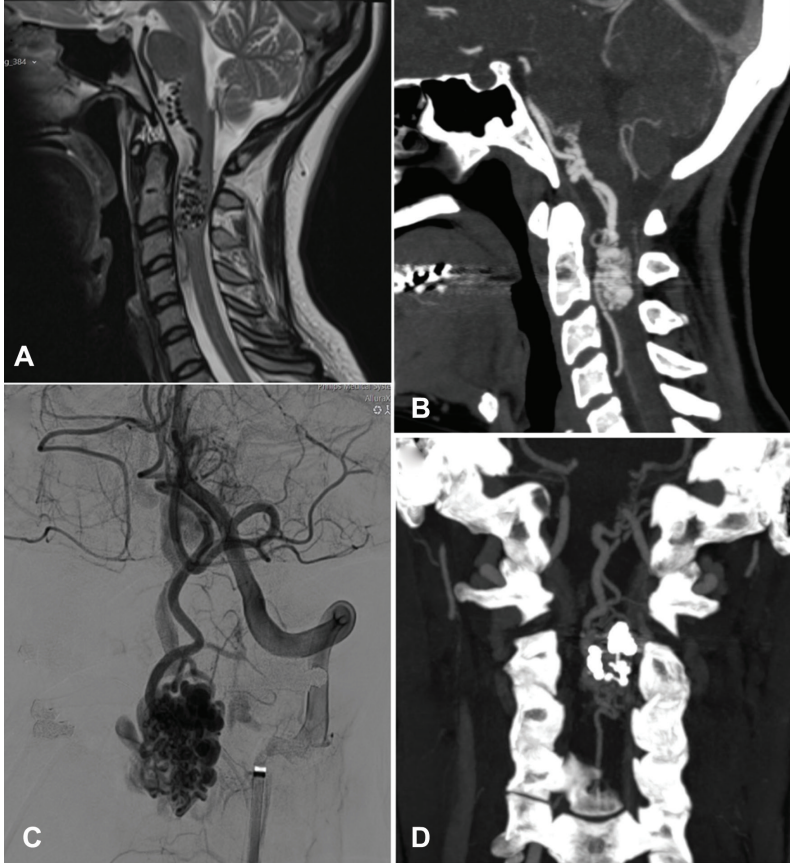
Spinal dural AVF. (A) Sagittal T2A görüntülerde kord posteriorunda hipointens tortüöz dilate venler (kırmızı ok) ve spinal kordda uzun segment ödem ile uyumlu sinyal artışı izlenmekte. (B) Koronal BT anjiyografi ve (C), dijital substraksiyon anjiyografi görüntüleri. (D) Endovasküler embolizasyon sonrası Onyx kasti (siyah ok). AVF, arteriovenöz fistül; BT, bilgisayarlı tomografi.
